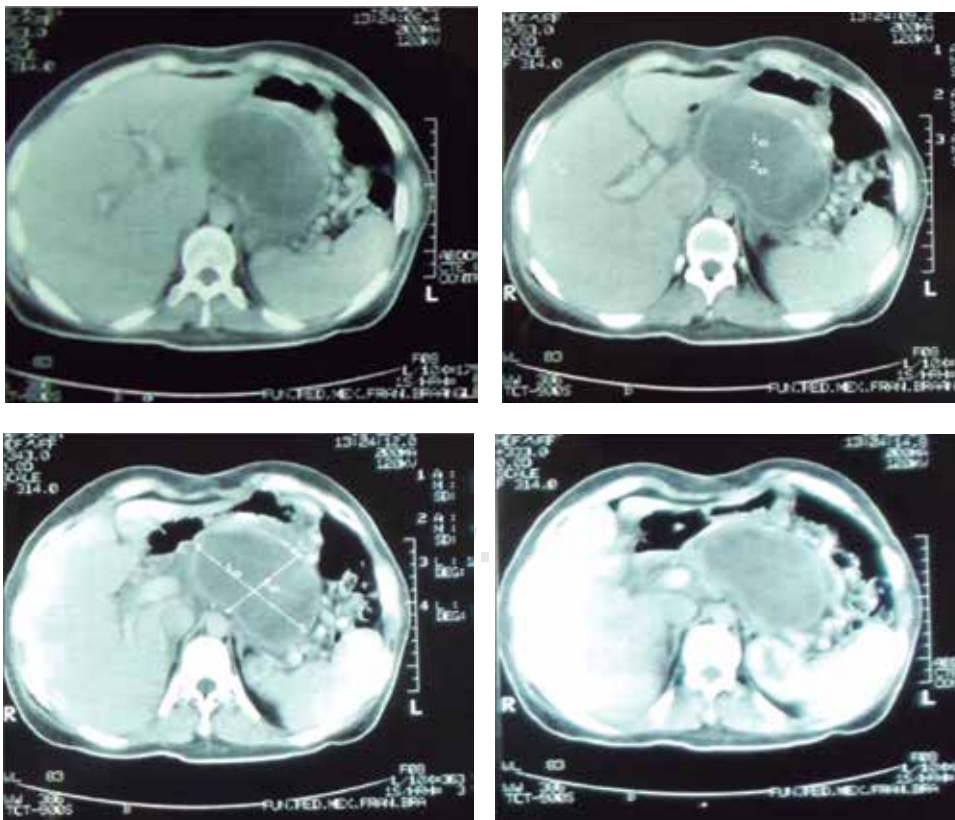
Tomografía abdominal contrastada que muestra imagen de contenido heterogéneo, quístico, en topografía pancreática.
